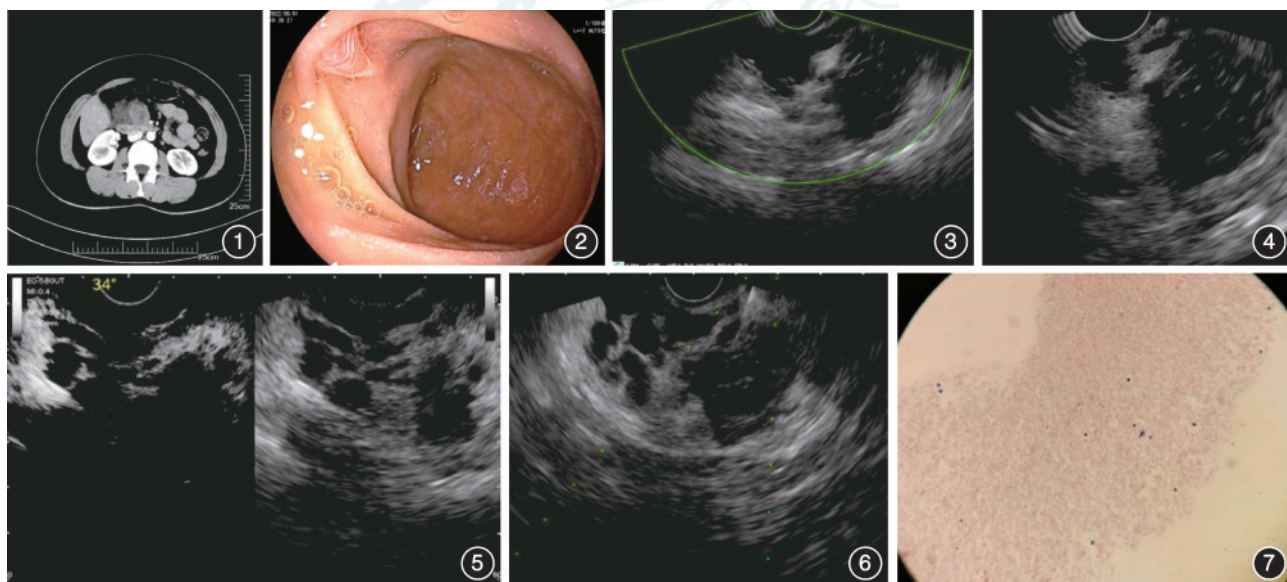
腹部增强 CT 发现十二指肠内侧至胰腺钩突有一占位性病变,伴淋巴结肿大,怀疑为恶性肿瘤 图 2 胃镜下十二指肠壁及乳头区域未见异常 图 3 超声内镜发现紧贴十二指肠及胰腺钩突,位于腹膜后有一囊性包块,内部无血流信号 图 4 超声内镜见病灶对于胆胰管及肠系膜上动静脉无浸润生长特征 图 5 造影增强超声内镜检查术检查发现病灶内部多房,内部无增强,无壁结节 图 6 超声内镜引导下细针穿刺腹膜后病灶 图 7 穿刺出的组织条送检,在血细胞中散在较多淋巴细胞,未见恶性肿瘤细胞 HE ×40
